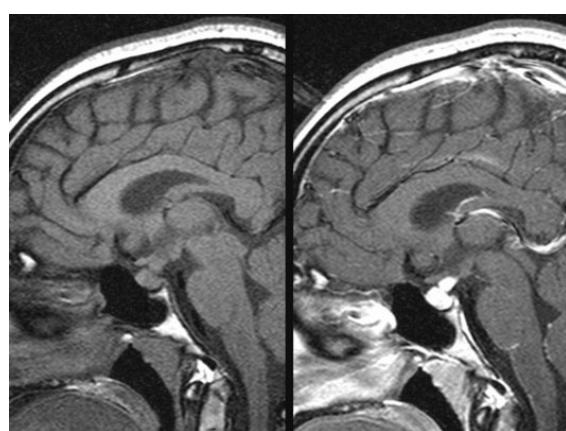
Sellar MRI after 6 months later. Previous Pituitary enlargement and Pituitary Stalk thickening was more regressed 4.6 mm to 4.29 mm.
